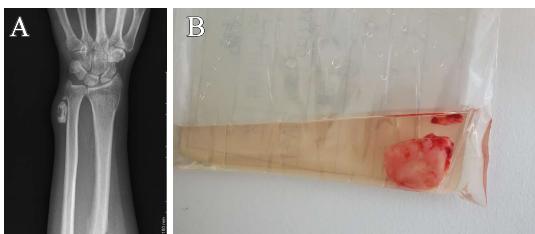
A.术前左腕部X线,致密不规则组织未与周围组织黏连;B.切下软组织肿块送病检,包膜完整,质硬,大小为2.5 cm×2.5 cm×1.5 cm
